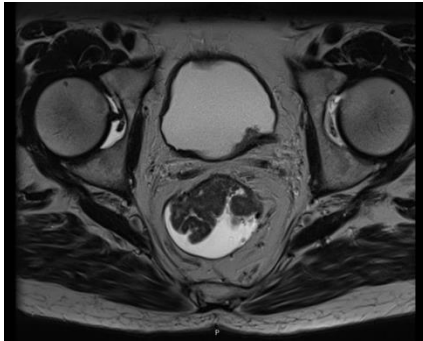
IRM SEQUENCE AXIALE T2 :
